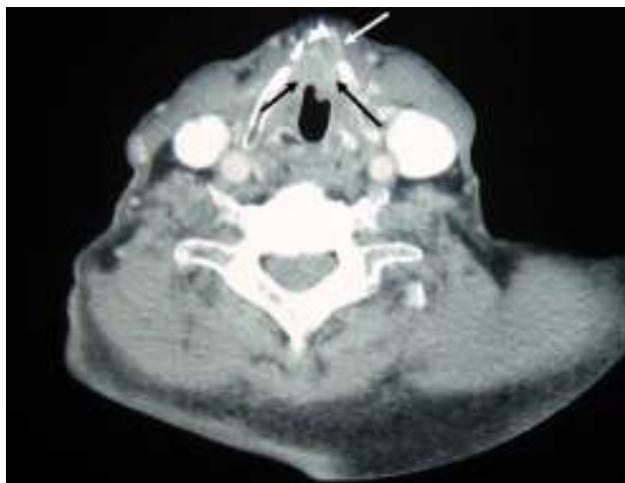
TC preoperatorio a nivel de la glotis en el que se evidencia una masa en comisura anterior bilateral de predominio izquierdo.
